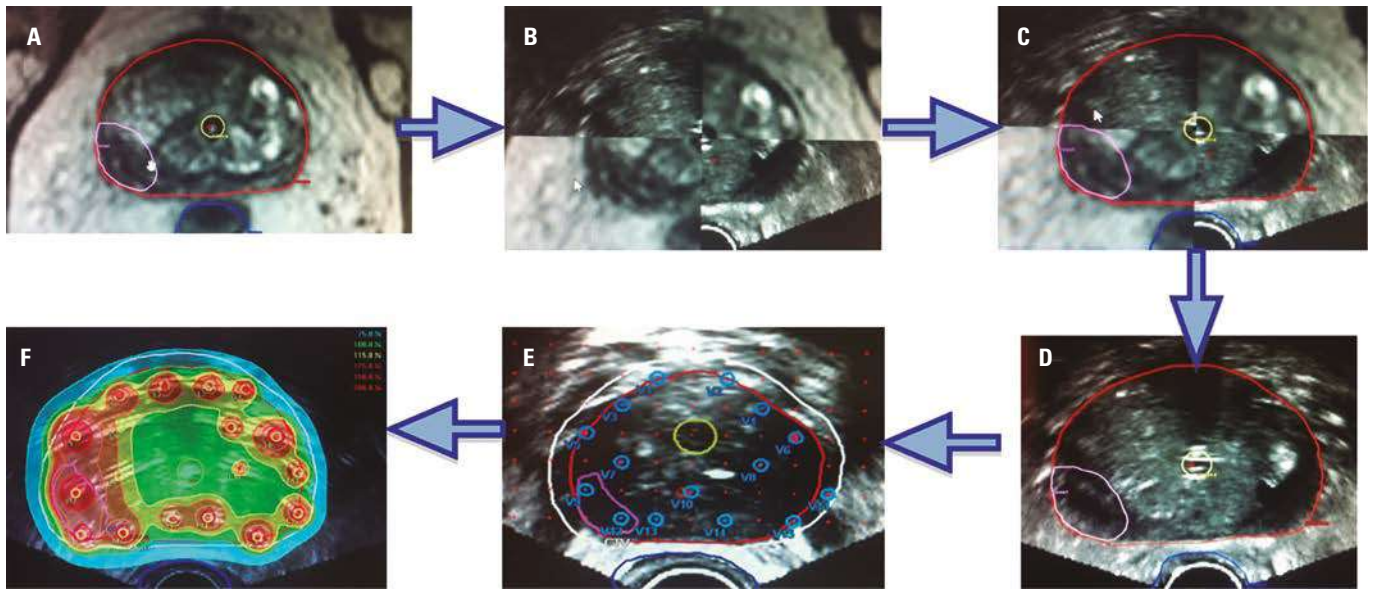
A. Delineación de los volúmenes en la RM. B. Fusión rígida. C. y D. Transferencia de los volúmenes y nódulo dominante a las imágenes de ETR. E. Planificación intraoperatoria tiempo real. F. Plan dosimétrico (con escalada de dosis sobre nódulo dominante).
